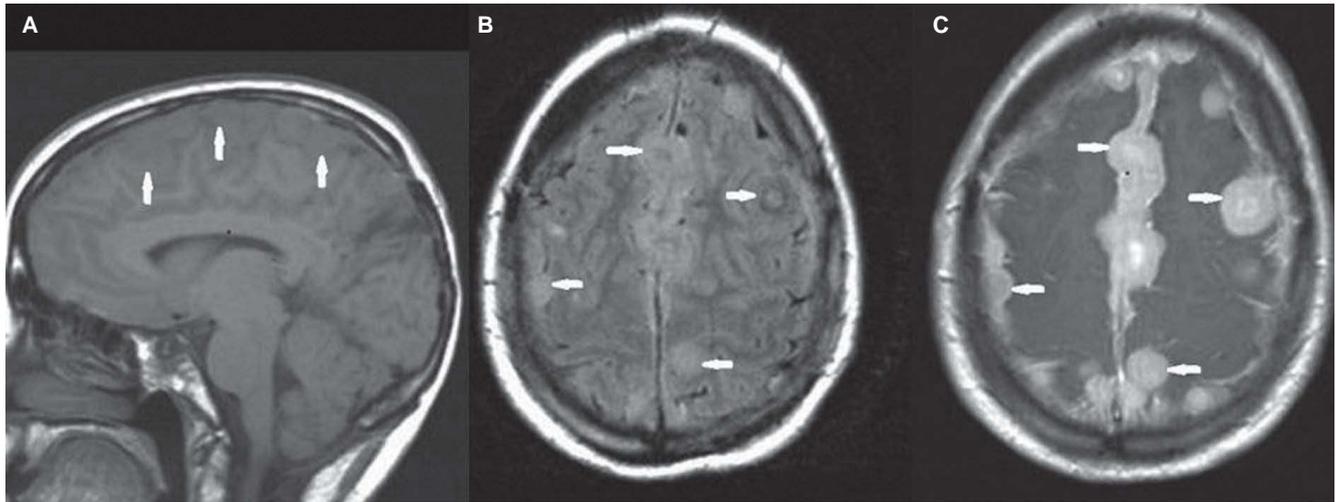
A) Imagen en plano sagital potenciada en T1SE, en la que se aprecia una cierta discontinuidad a lo largo del seno longitudinal en su porción frontocipital. B) Imagen en plano transversal obtenida con una secuencia FLAIR, en la que se aprecian unas imágenes hiperintensas en la misma área que en la imagen A. C) Imagen en plano transversal potenciada en T1SE, tras la administración de gadolinio, en la que se aprecia una captación de contraste del área antes mencionada.
